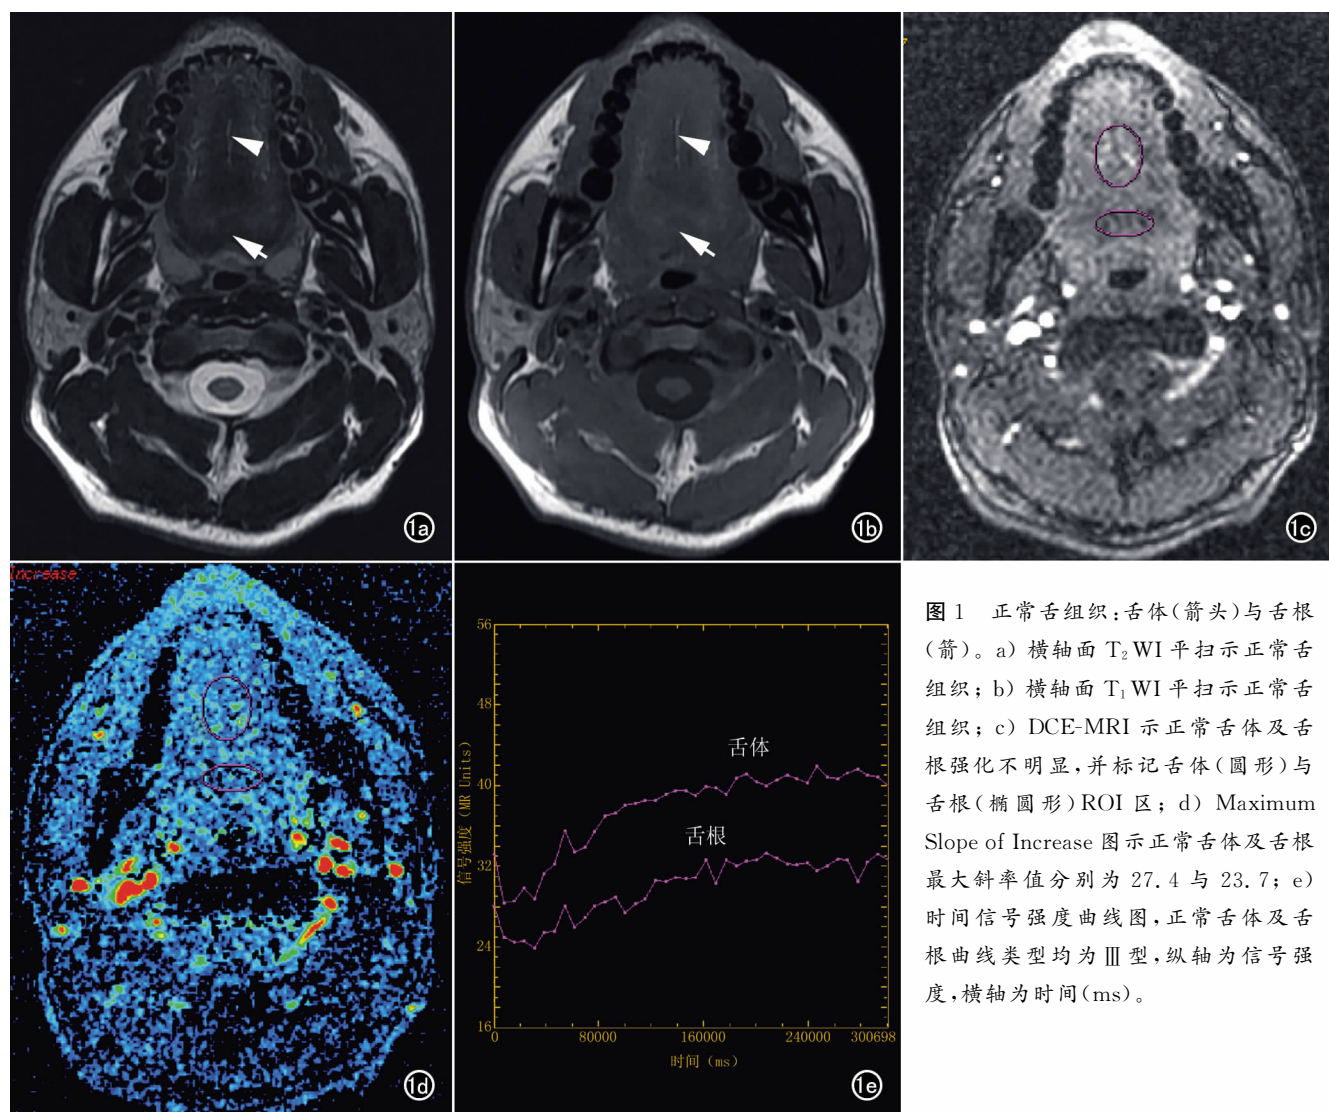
正常舌组织:舌体(箭头)与舌根(箭)。a) 横轴面 T_2 WI 平扫示正常舌组织; b) 横轴面 T_1 WI 平扫示正常舌组织; c) DCE-MRI 示正常舌体及舌根强化不明显,并标记舌体(圆形)与舌根(椭圆形)ROI 区; d) Maximum Slope of Increase 图示正常舌体及舌根最大斜率值分别为 27.4 与 23.7; e) 时间信号强度曲线图,正常舌体及舌根曲线类型均为 III 型,纵轴为信号强度,横轴为时间(ms)。
